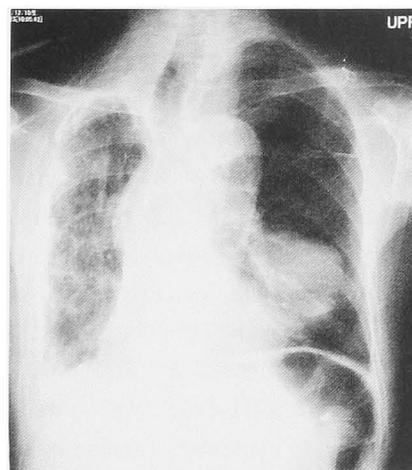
Chest X-ray on admission: a large mass in the left lung field.
